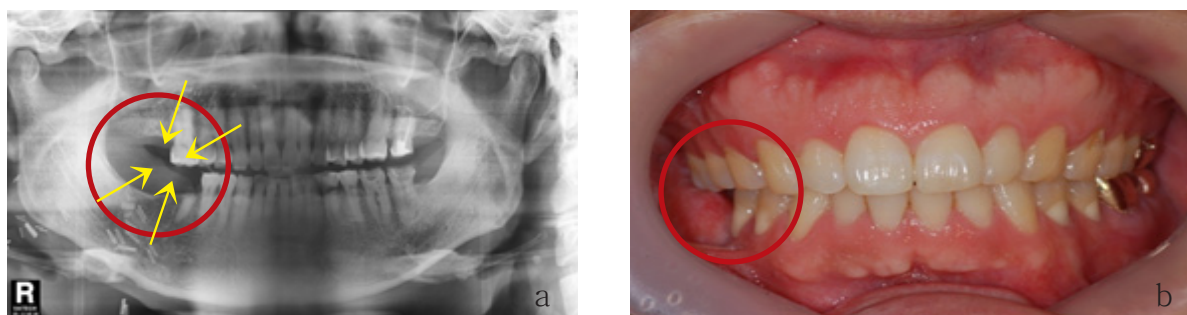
Lack of prostheses restorative space. a. Panoramic radiography. b. Intraoral photo.
